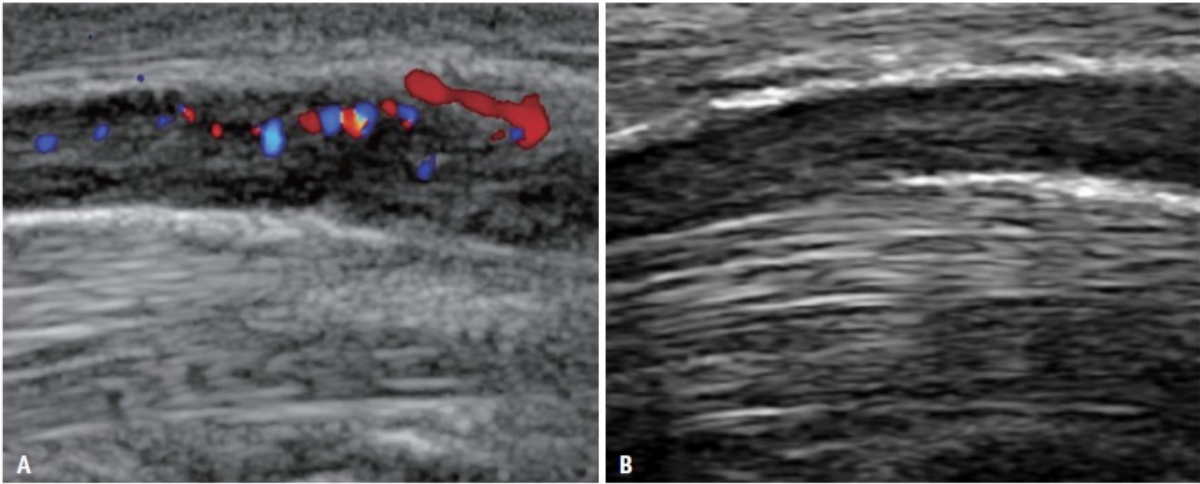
Échographie longitudinale montrant le nerf médian dans le canal carpien chez un patient avant (A) et 12 mois après (B) une libération endoscopique du canal carpien. L'hyperhémie qui était évidente au départ s'est atténuée à 12 mois. Source : (21)
